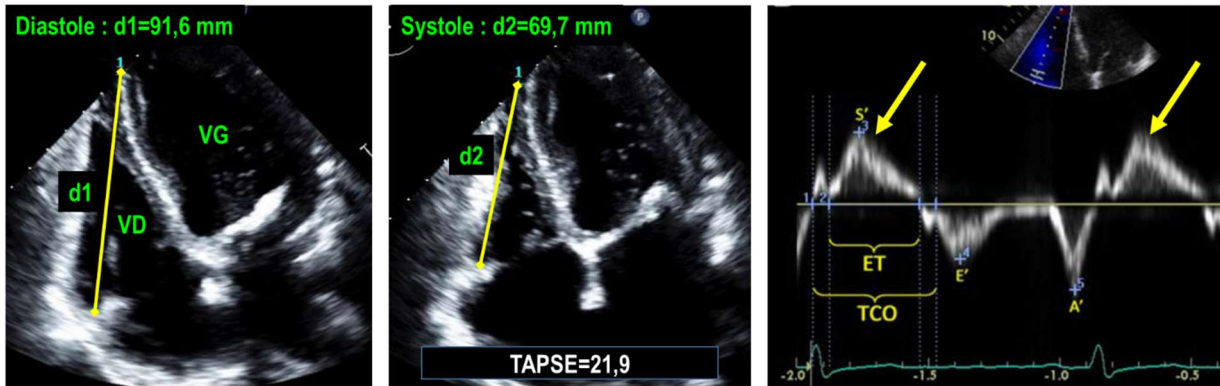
Les deux images de droite montrent une échocardiographie en incidence apicale 4 cavités (modifiée pour une focalisation sur le VD) respectivement en diastole (à gauche) et en systole (image du milieu). Les indices de la fonction ventriculaire droite les plus couramment utilisés sont 1) l'excursion systolique de l'anneau tricuspide (tricuspid annular plane systolic excursion [TAPSE]) et 2) la vitesse de l'onde S' (image de droite, flèche jaune). Le TAPSE est la différence entre les distances d1 (tracée en jaune en diastole) et d2 (tracée en jaune en systole). Un TAPSE < 17 mm ou une onde S' < 9.5 cm/s suggèrent une dysfonction systolique du VD.
